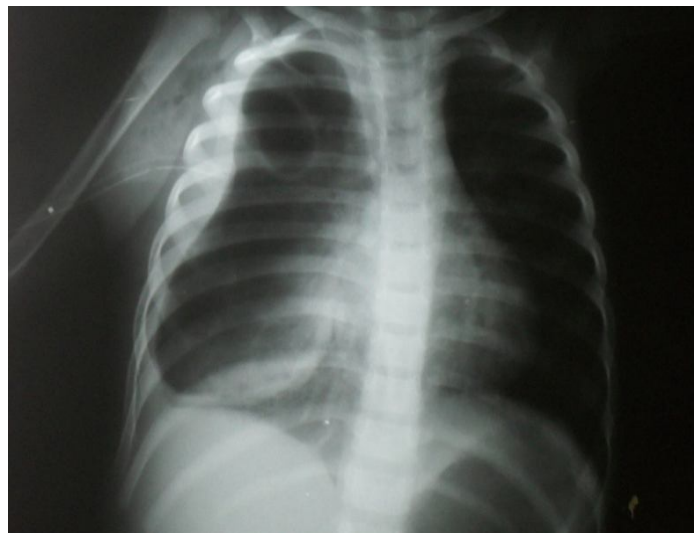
Radiographie thoracique de face montrant des images bulleuses avec un épanchement pleural.
